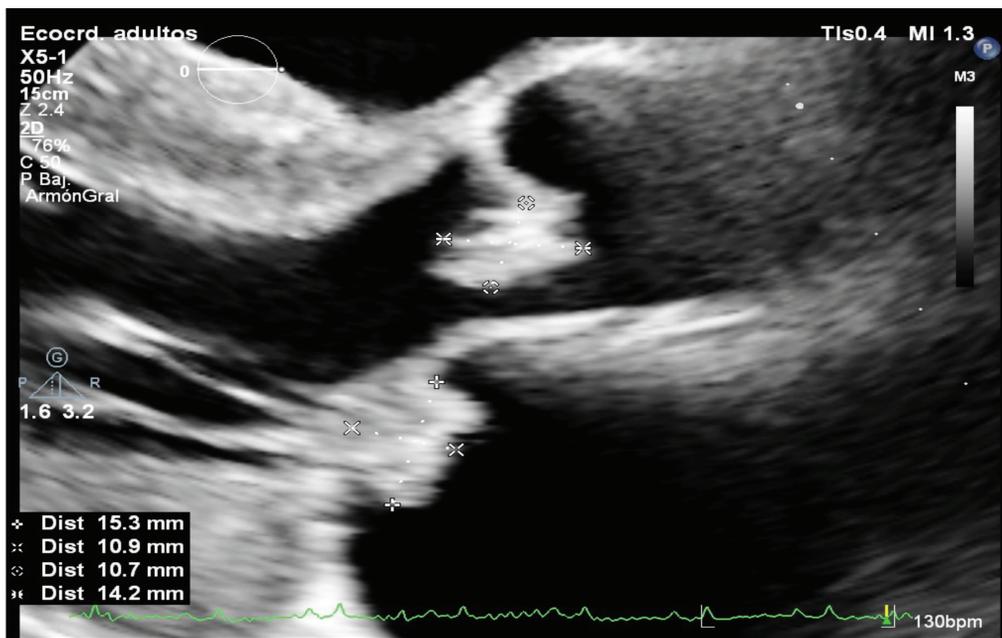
Eje largo para esternal. Lesiones endocárdicas de válvulas aórtica (impresiona depender de valva coronariana derecha) y mitral (impresiona depender de valva anterior). Fuente: Laboratorio de Ecocardiografía Hospital México.
